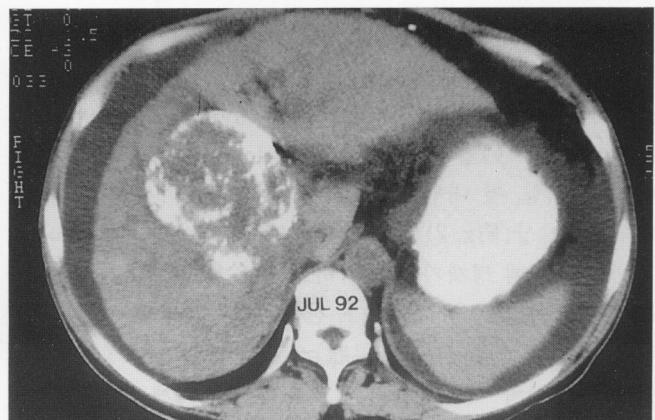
Follow-up CT scan after 4th TAE: The upper one has lipiodol trapping well.
